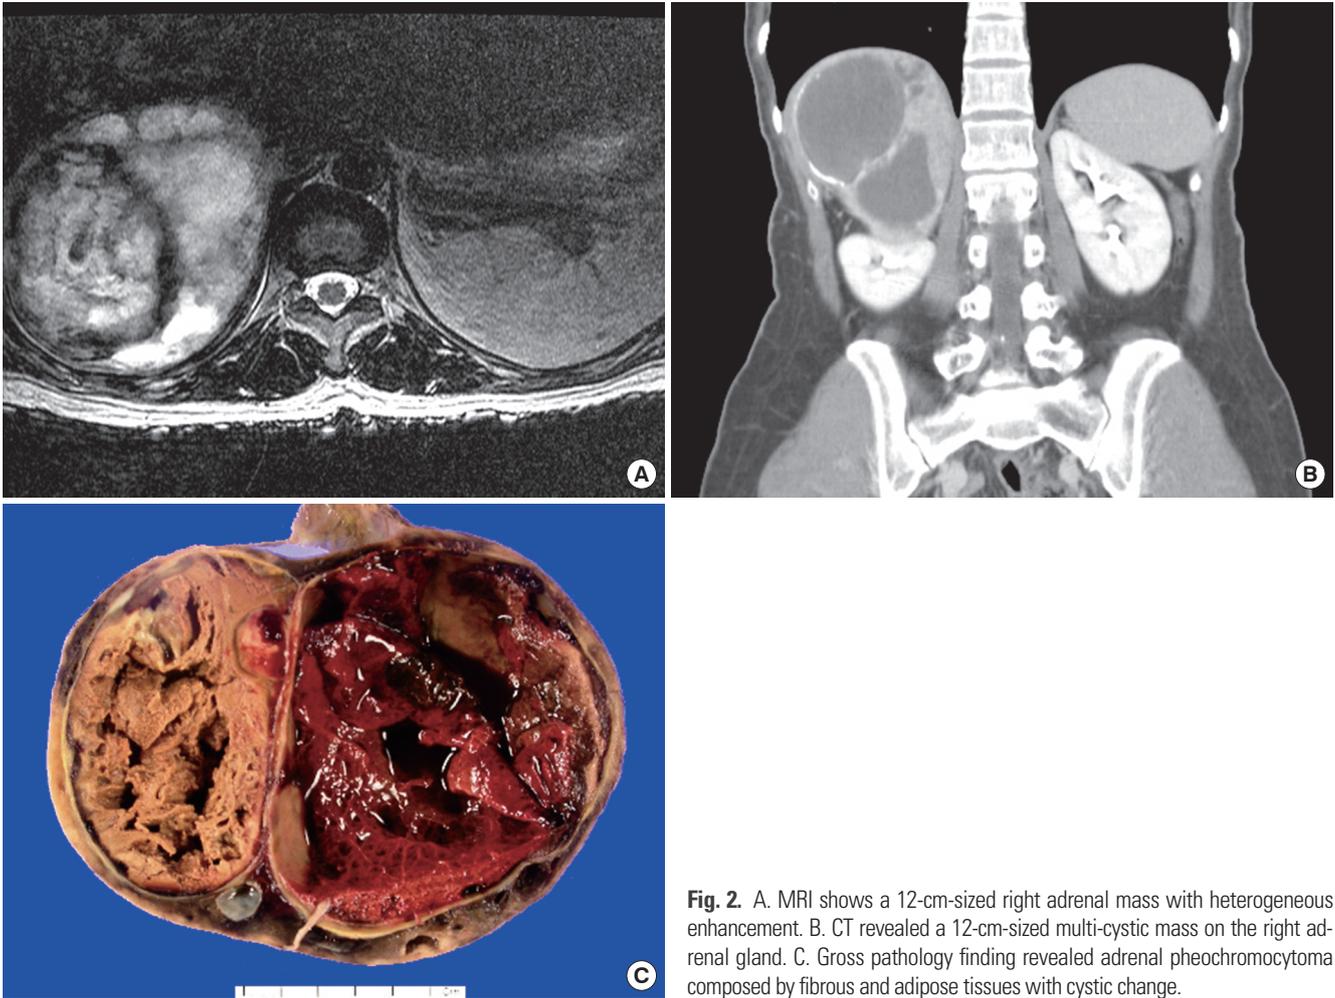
A. MRI shows a 12-cm-sized right adrenal mass with heterogeneous enhancement. B. CT revealed a 12-cm-sized multi-cystic mass on the right adrenal gland. C. Gross pathology finding revealed adrenal pheochromocytoma composed by fibrous and adipose tissues with cystic change.
